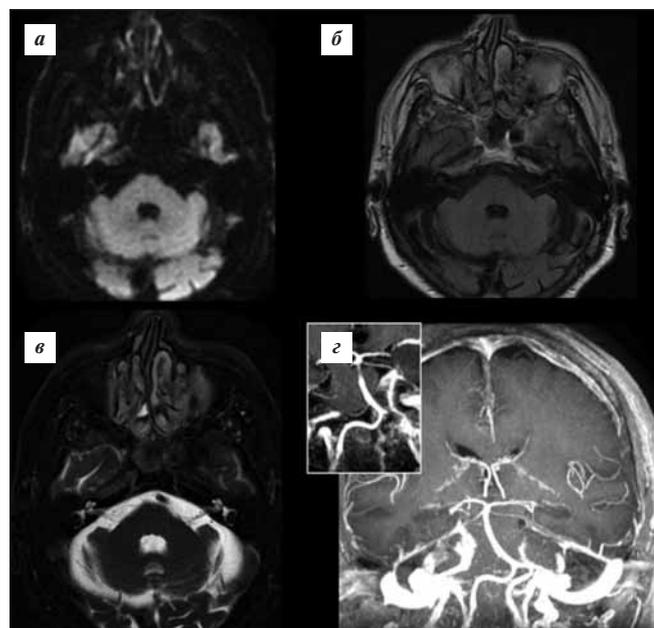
МРТ головного мозга пациента К., DWI (а), T2 FLAIR (б), T2-ВИ (в): в аксиальной плоскости на уровне моста мозга — зона выхода кохлеовестибулярного нерва; постконтрастные T1-ВИ (г): сегмент V_{IV} позвоночных артерий и основная артерия визуализируются на всем протяжении, прослеживается правая передняя нижняя мозжечковая артерия
